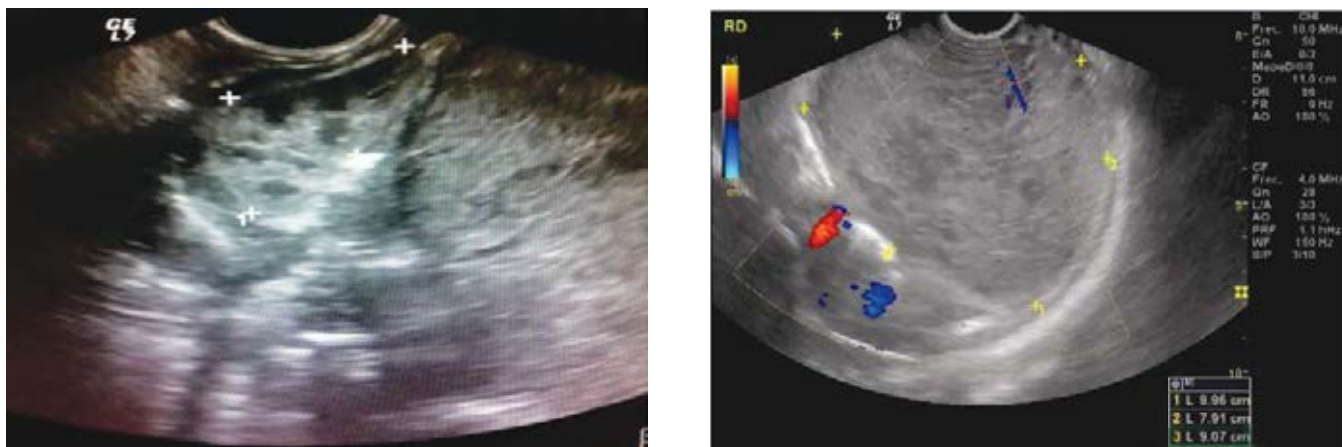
Ultrasonido abdominal. Muestra imagen redondeada y heterogénea, de aspecto sólido, con áreas anecoicas en su interior y presencia de grumos, sin mostrar flujo tras la aplicación de Doppler color.
